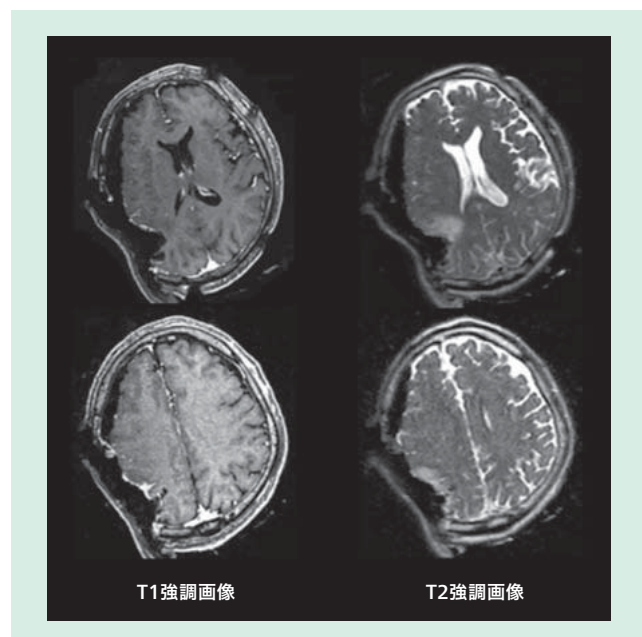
手術中のMRI画像例（提供：鹿児島大学病院）
